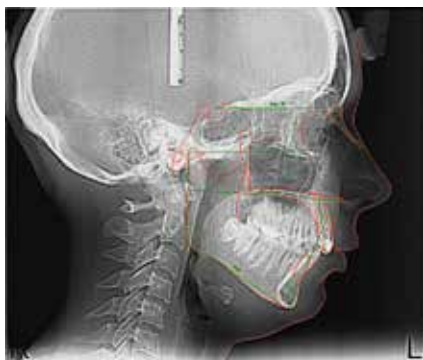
Фото расшифровки телерентгенограммы пациентки М., 25 лет, диагноз: дистальный прикус (у пациентки по данным расшифровки ТРГ наблюдается ретроположение НЧ — тела на  $18^\circ$ , а зубоальвеолярной части — на  $20^\circ$  на фоне ее недоразвития в длину — на 4 мм и ретрузии верхних резцов — на  $12^\circ$  и протрузии нижних — на  $7^\circ$ , отягощенное индивидуальным генетическим профилем — среднее лицо со скошенной назад подбородком (угол  $T=22^\circ$ )
